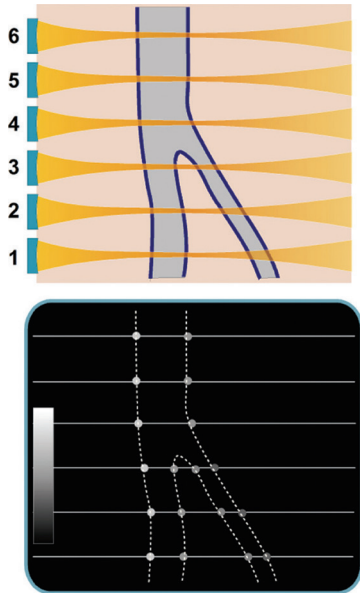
Échotomographe. En déplaçant la position de la sonde d'échographie, on peut explorer successivement plusieurs lignes dans le même plan, et construire ainsi une image en coupe sur laquelle la réflectivité des interfaces est représentée par la brillance des points (mode B) : c'est l'échotomographie.
